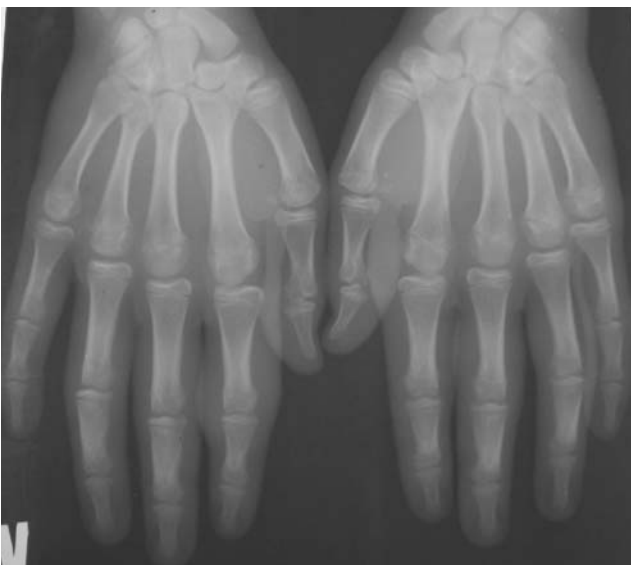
Рентгенография кистей больного В. — отсутствие изменений костной ткани, утолщения мягких тканей вокруг проксимальных межфаланговых суставов I и II пальцев правой кисти и II пальца левой кисти, пястно-фалангового сустава II пальца правой кисти
